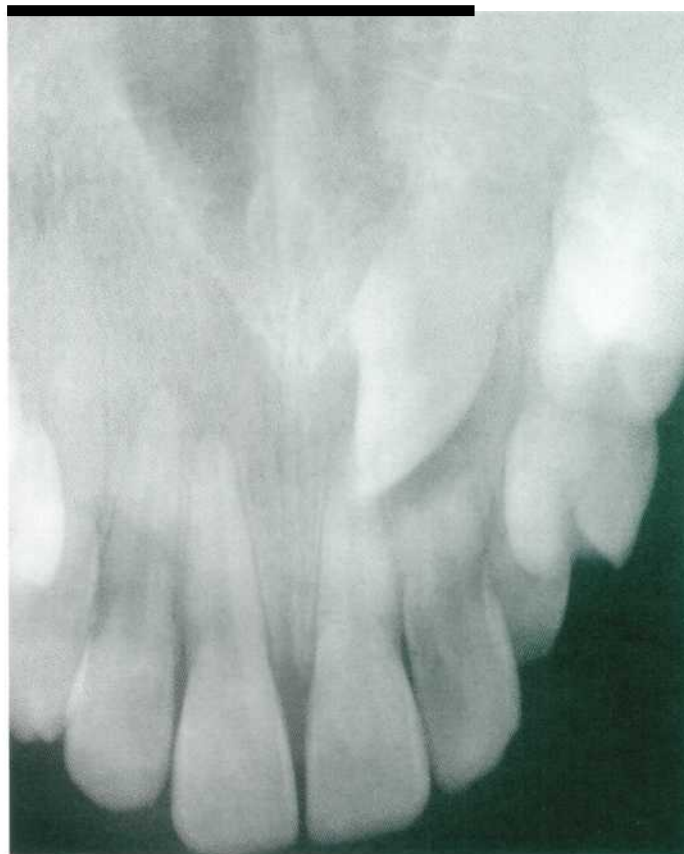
Radiografía oclusal verdadera que nos muestra un 2.3 incluido con una imagen radiotransparente pericoronaria y rizoletis del 2.2.
